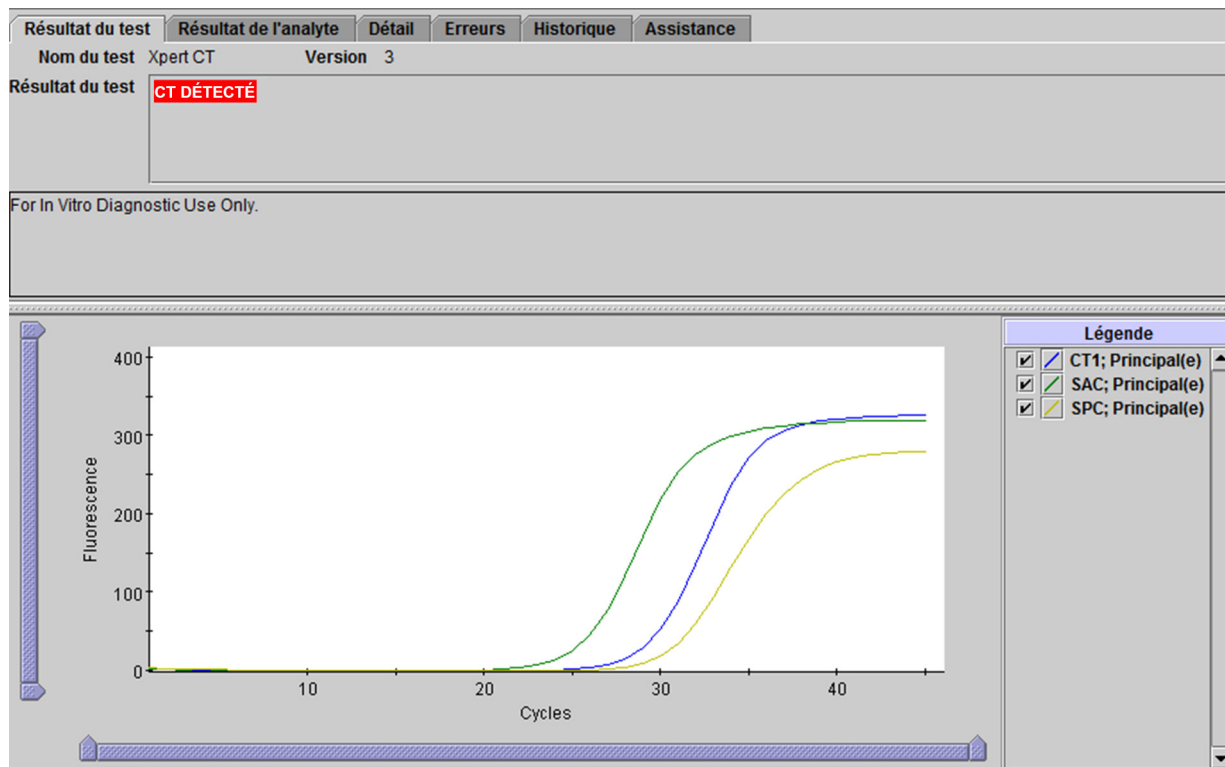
Exemple d'un résultat CT DÉTECTÉ
